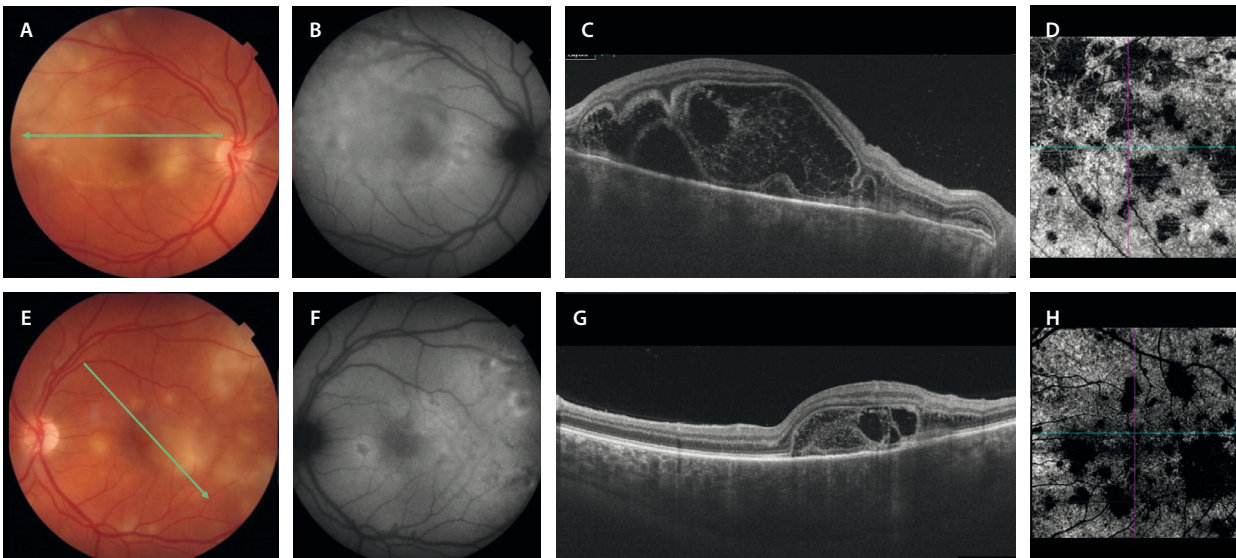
Debut de epitelopatía pigmentaria placoide multifocal posterior aguda severa. Paciente 2. Varón, 29 años. A y E) Las retinografías muestran lesiones ovoideas y alguna más placoide amarillentas en el polo posterior. B y F) Las lesiones son hipoautofluorescentes a nivel central e hiperautofluorescentes alrededor. C y G) La tomografía de coherencia óptica muestra cambios muy exudativos, observándose fluido subretiniano y desprendimientos bacilares. D y H) En la imagen *en face* de la angiografía por tomografía de coherencia óptica se observan abundantes áreas de no perfusión.
